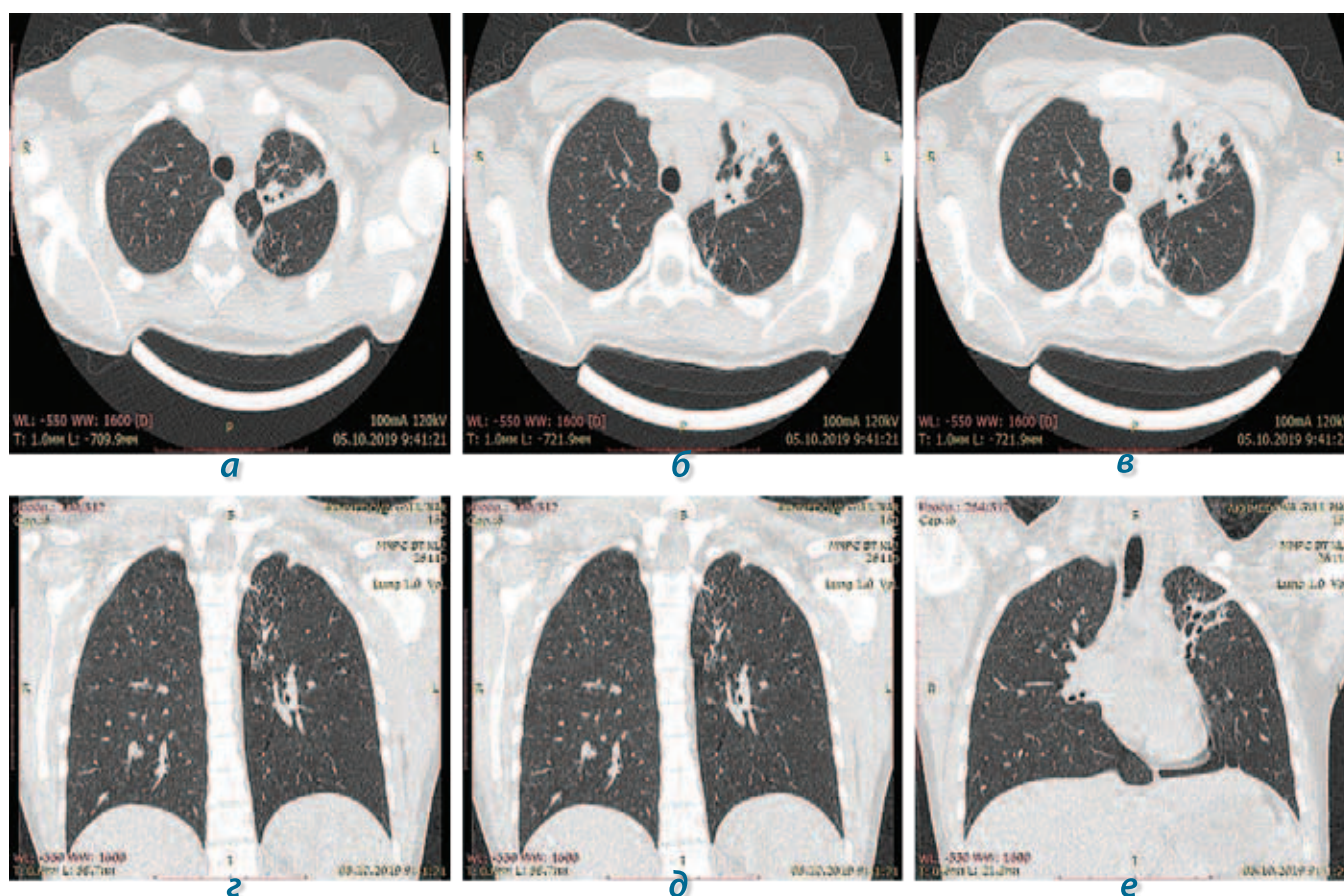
КТ органов грудной клетки пациентки А. от 05.10.2019 г. (завершение интенсивной фазы химиотерапии); описание в тексте
